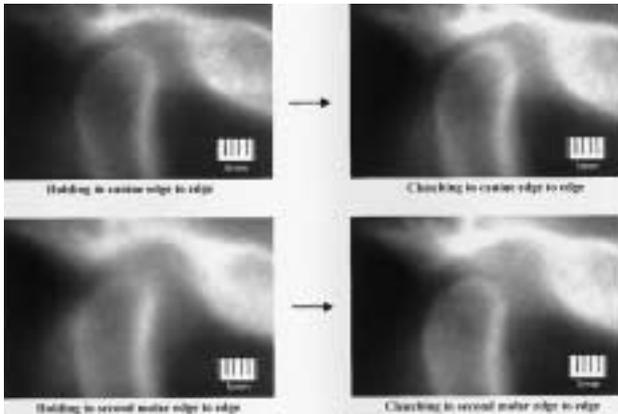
側方クレンチング時の作業側下顎頭の断層X線写真 (文献⁷⁾から引用)
